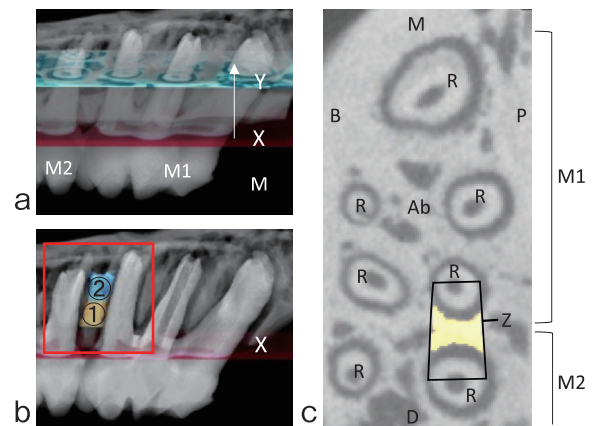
μCT立体構築画像と水平面断像による計測範囲の設定
